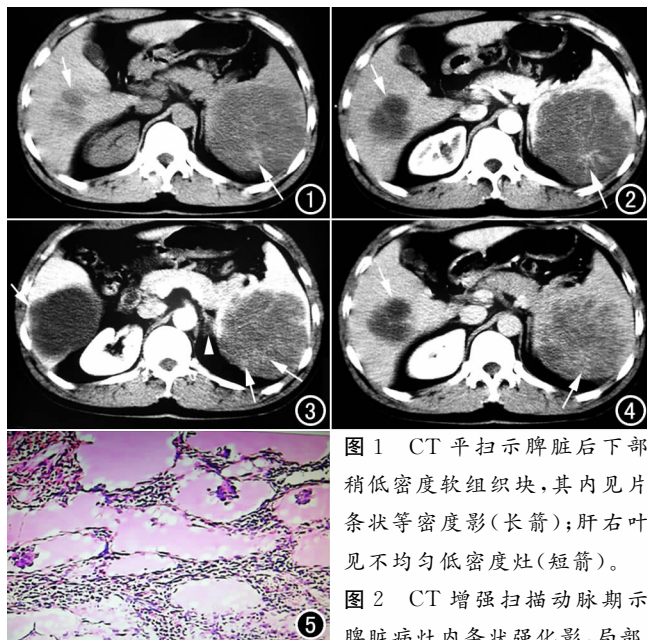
CT 平扫示脾脏后下部稍低密度软组织块, 其内见片条状等密度影(长箭); 肝右叶见不均匀低密度灶(短箭)。
